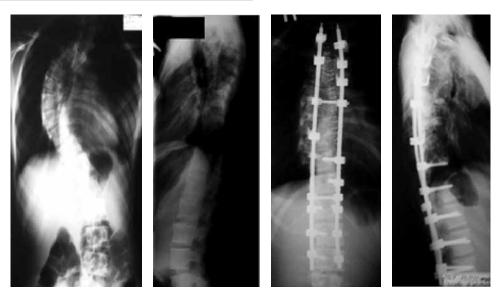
Рентгенограммы пациента А. с идиопатическим сколиозом до и после операции
